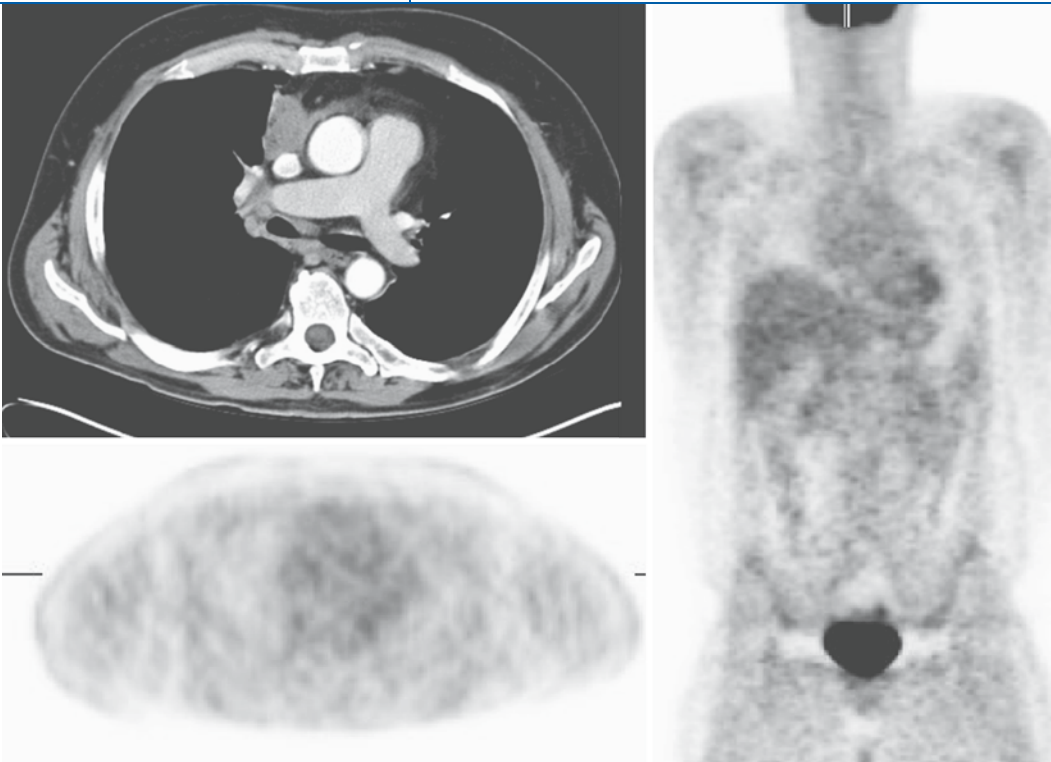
◀ Interim-PET nach 2 Zyklen BEACOPP_{eskaliert}. Das in der CT sichtbare Restgewebe im vorderen Mediastinum zeigt keine FDG-Akkumulation, gewertet als Score 0, PET-negativ
